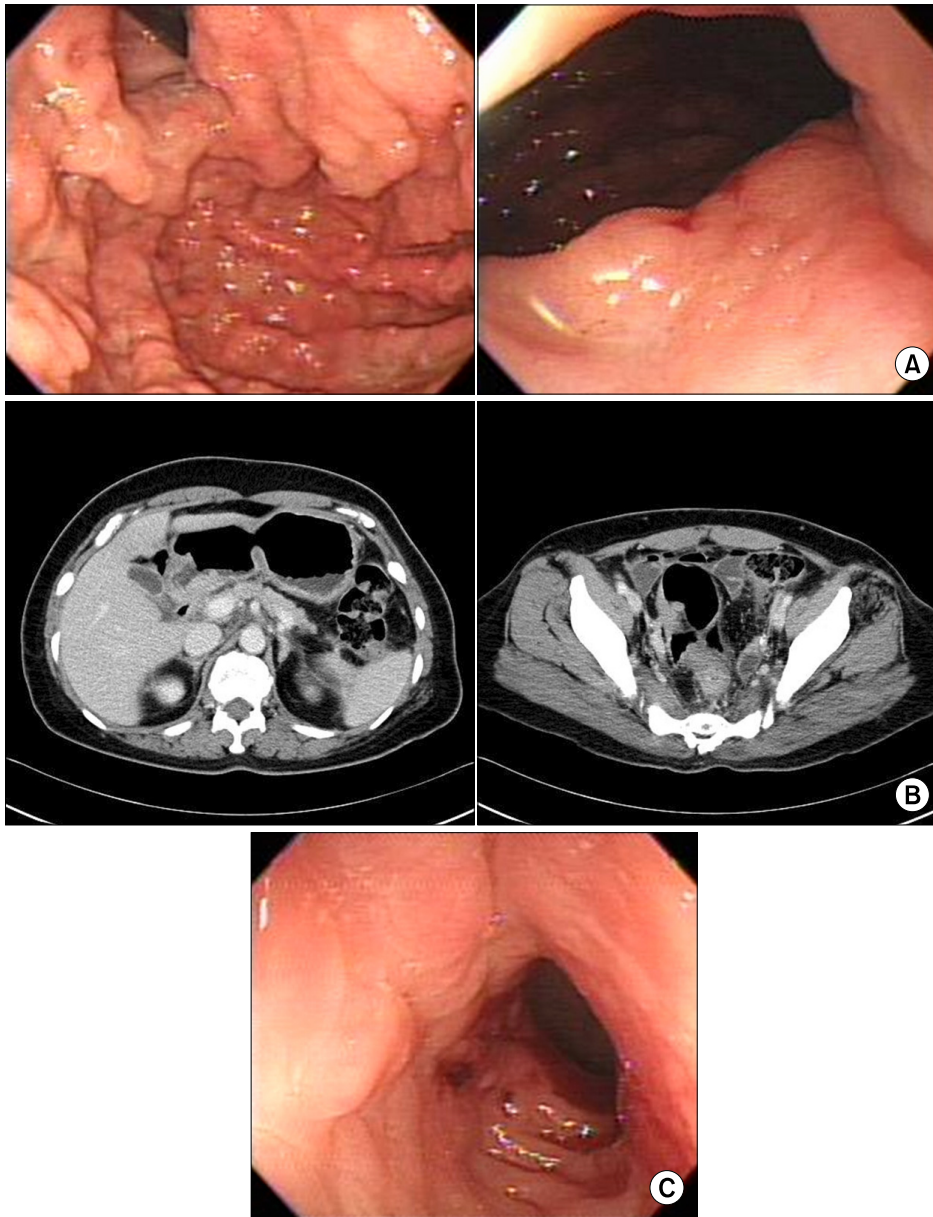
(A) Endoscopic finding. They show linitis plastica at the upper and middle of the stomach body. Elevated lesion with central depression is noted on the cardia. (B) Abdominal computed tomography scans show irregular wall thickening of gastric body and antrum. Circumferential wall thickening in rectosigmoid junction and upper rectum are also shown. (C) Sigmoidoscopy shows mucosal edema and irregular elevation of mucosa. Mild obstruction of colonic lumen is shown.
